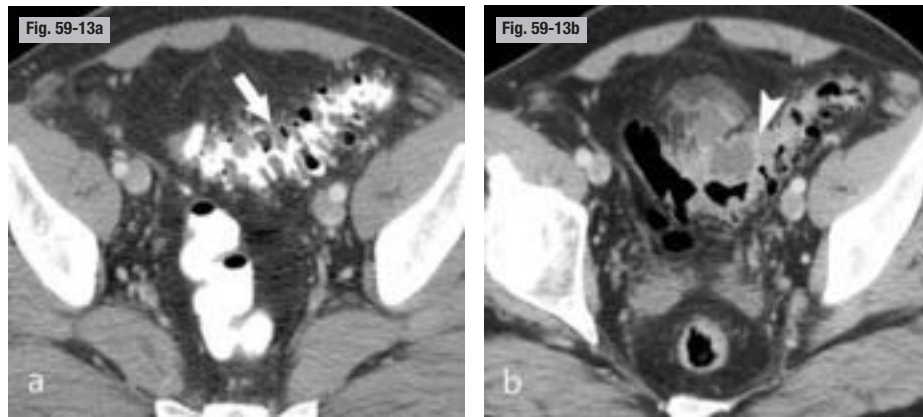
Abscès périssigmoïdien sur diverticulose sévère. TDM. a et b) Coupes axiales. Le balisage opaque permet d'identifier la maladie diverticulaire par l'hypertrophie des plis semi-lunaires et les diverticules (flèche). L'abcès périssigmoïdien (tête de flèche) est bien visible, au contact de la paroi antéro-inférieure du sigmoïde.
